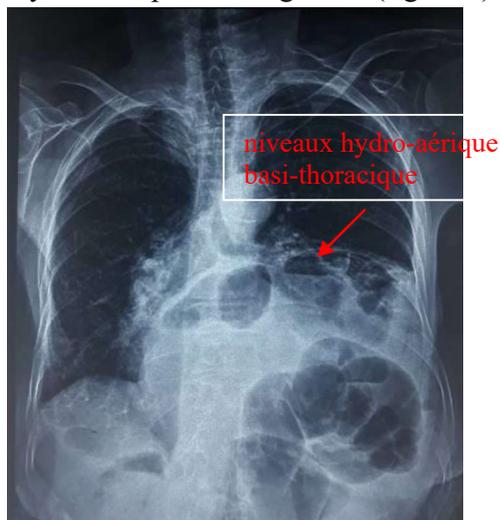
Radiographie du thorax de face montrant des niveaux hydro-aériques au niveau basithoracique gauche
